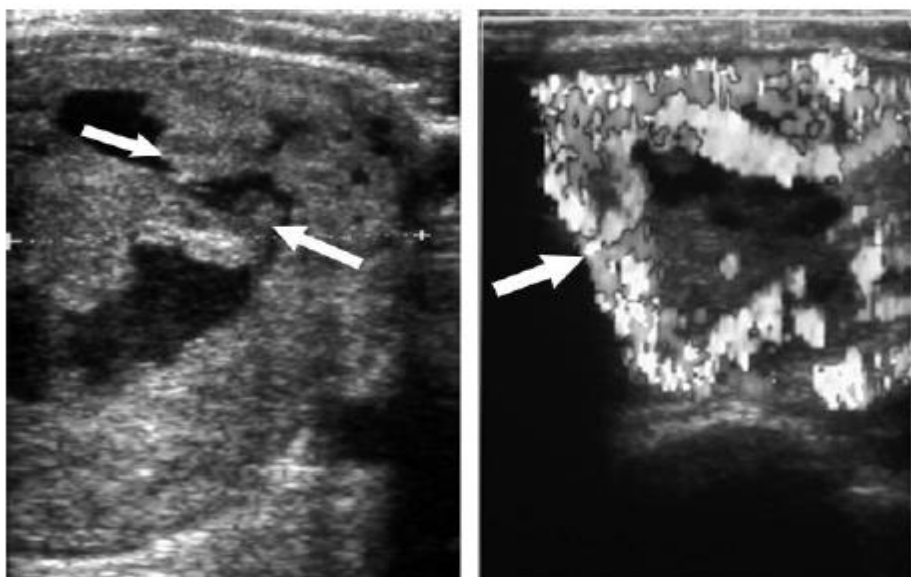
Σπάνια μορφή κυστικού θηλώδους καρκινώματος σε γυναίκα ηλικίας 55 ετών. Το έγχρωμο Doppler αναδεικνύει αγγείωση σε μικρό τμήμα της περιφέρειας αυτού (βέλος).
